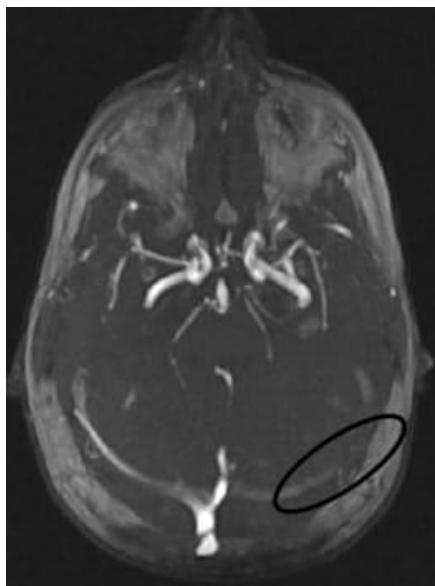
Angioresonancia. Se observa defecto de señal en el seno transverso izquierdo (círculo negro).
